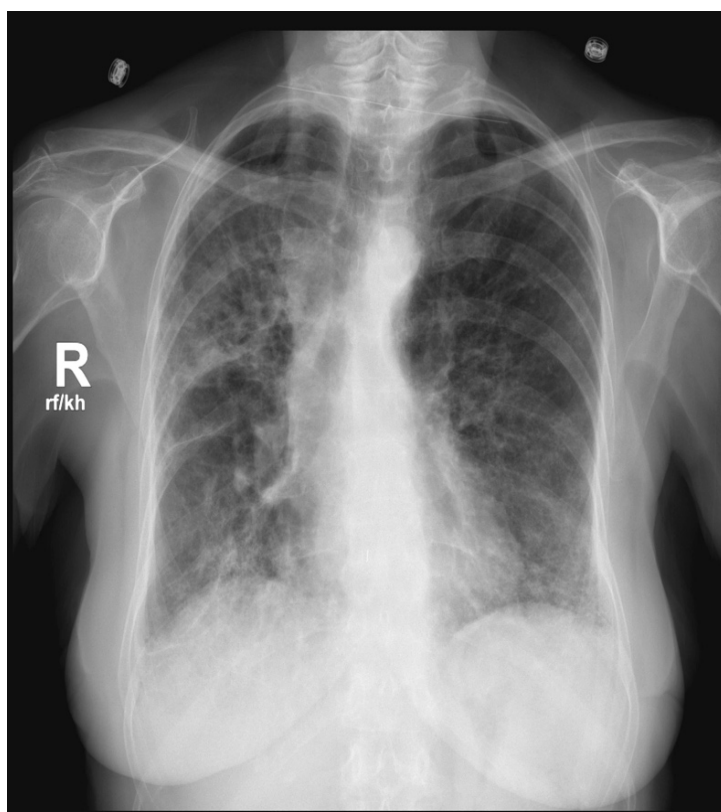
Radiografía de tórax AP y lateral de la paciente
